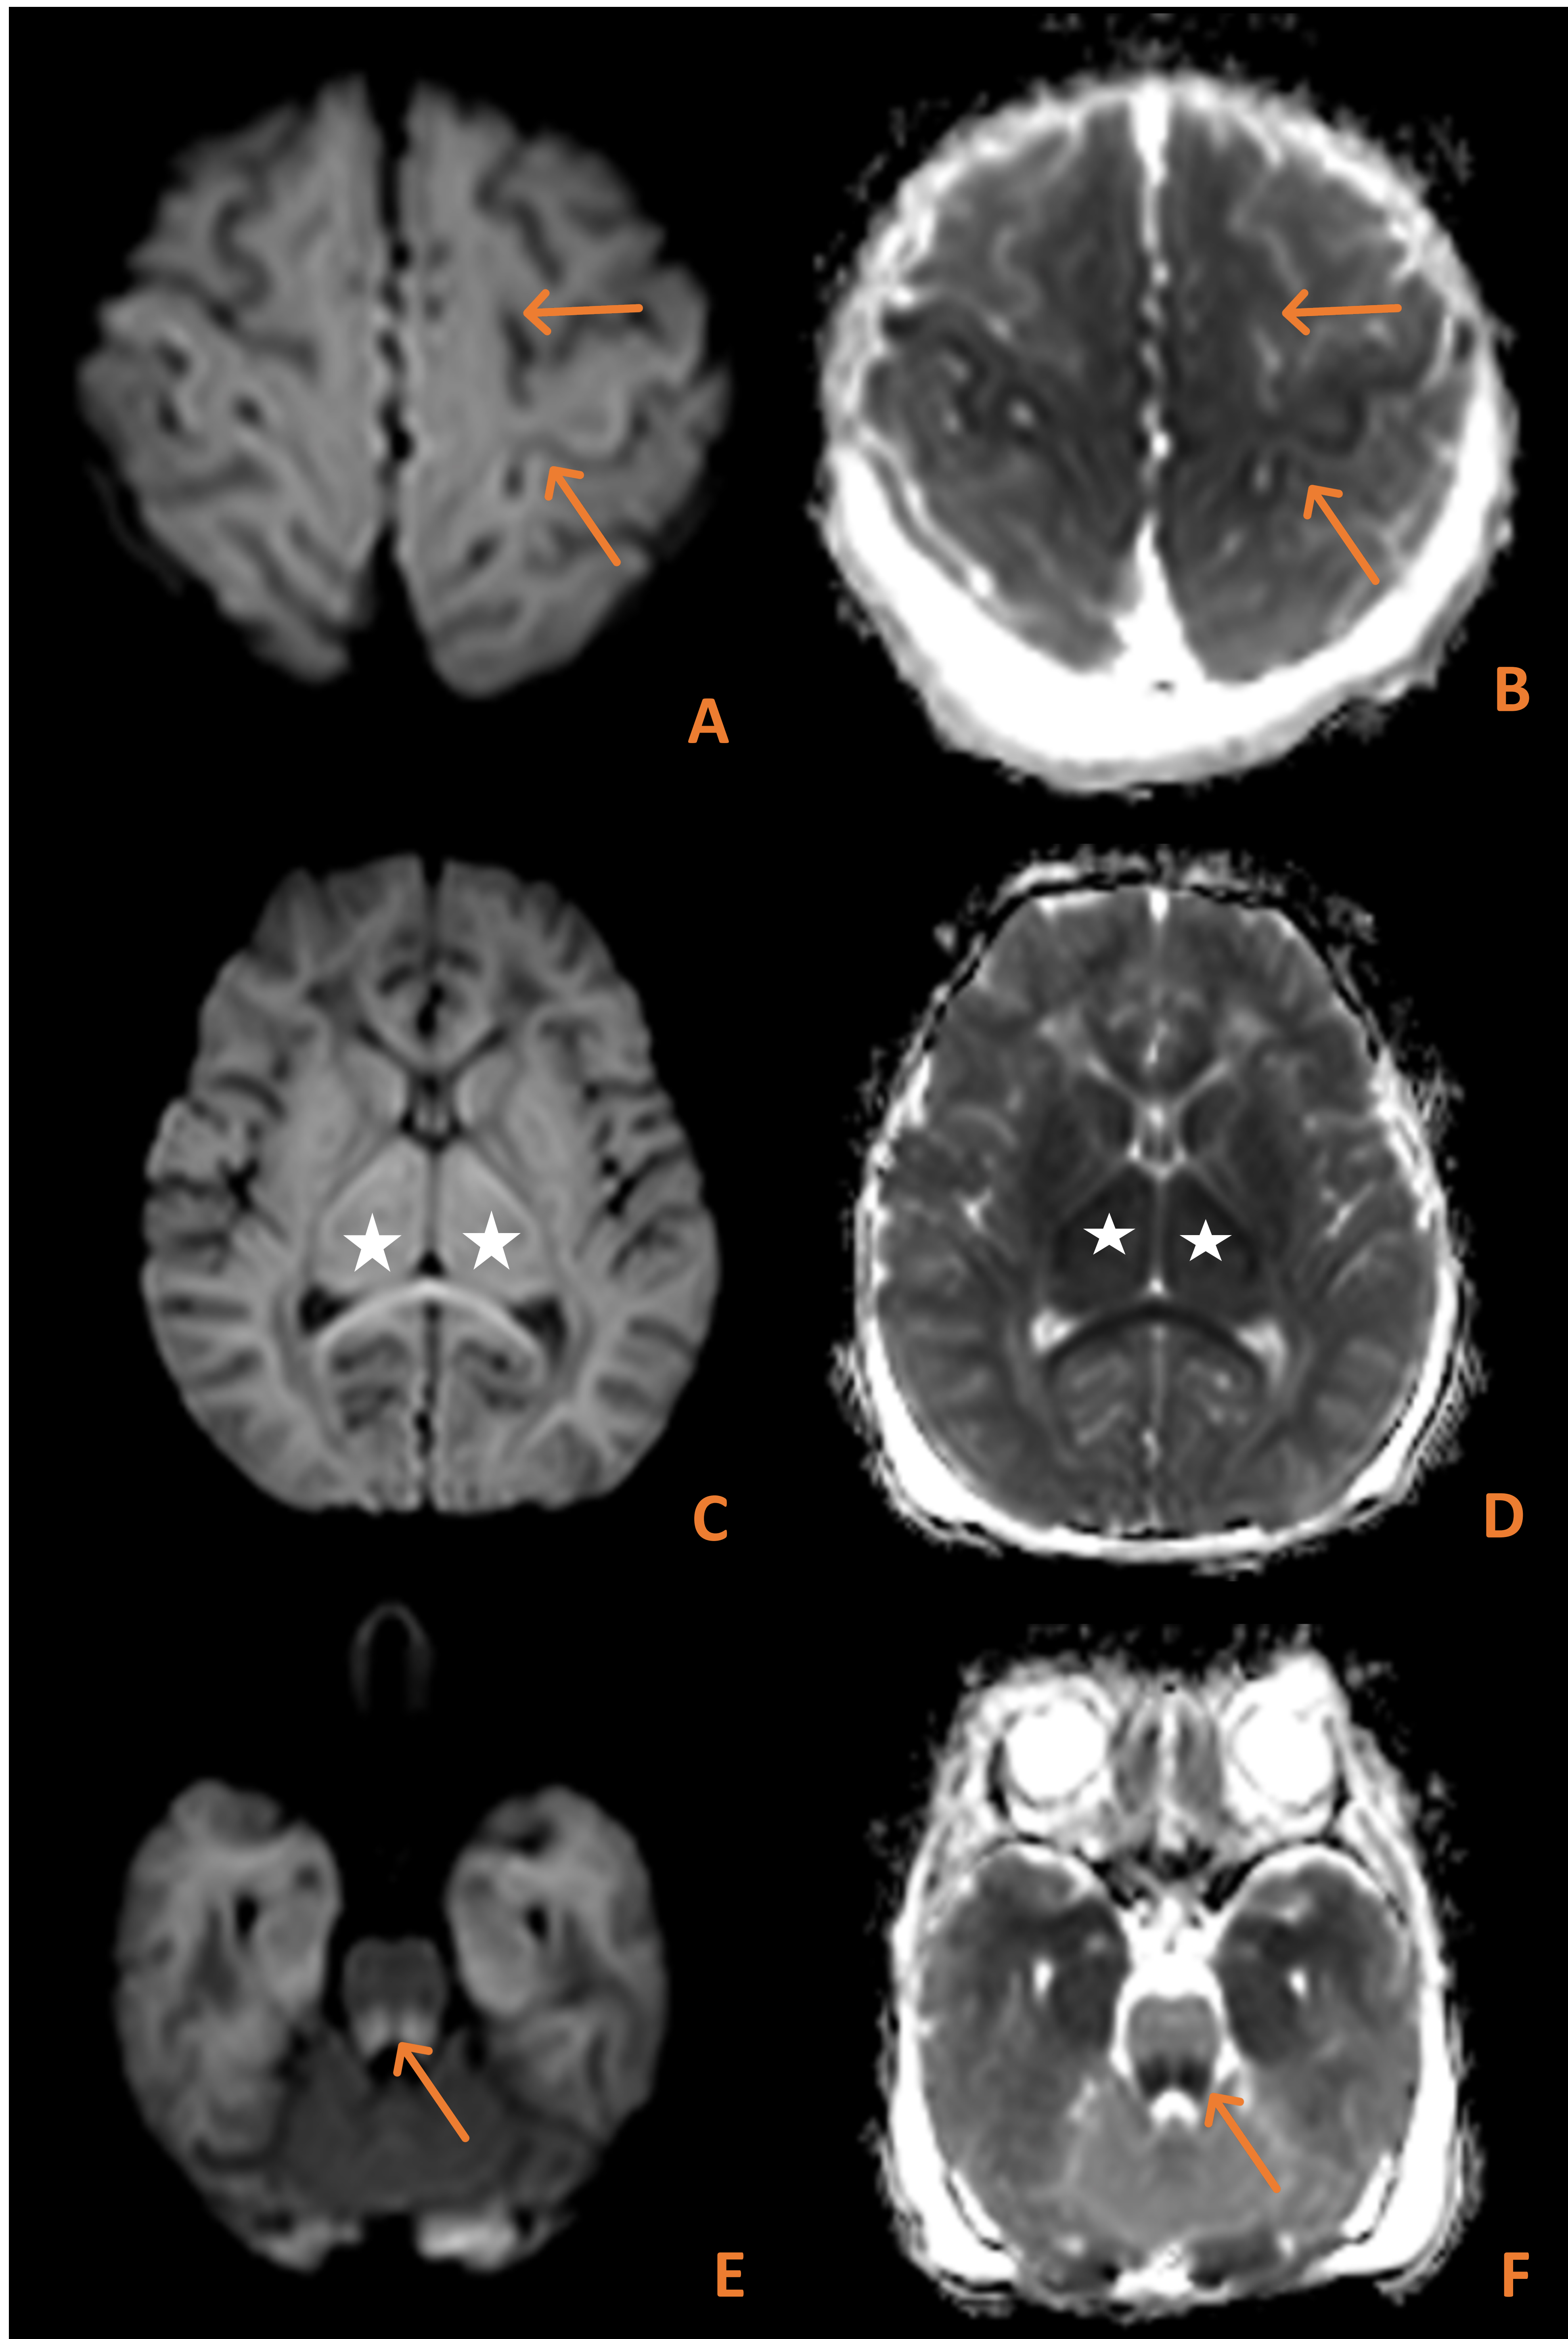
RNT de 5 días de vida con antecedente de PCR de 7 minutos y Apgar 1 a los 5 minutos. En los cortes axiales se observa un aumento del señal DWI (A, C, E) con valores bajos de ADC (B, D, F) a nivel de los ganglios de la base y tálamos bilaterales (C, D), así como el mesencéfalo y región dorsal de la protuberancia (E, F). Afectación cortical a nivel prerolándico bilateral (A, B) y de toda la sustancia blanca periventricular y subcortical supratentorial de forma difusa. Hallazgos compatibles con EHI grave con patrón añadido de leucoencefalopatía post-anóxica.
